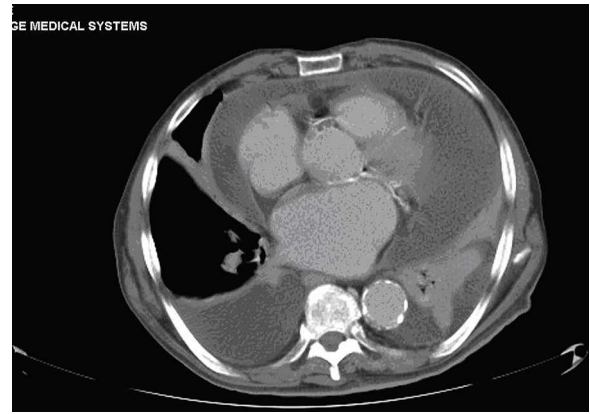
TAC de t3rax y abdomen.
